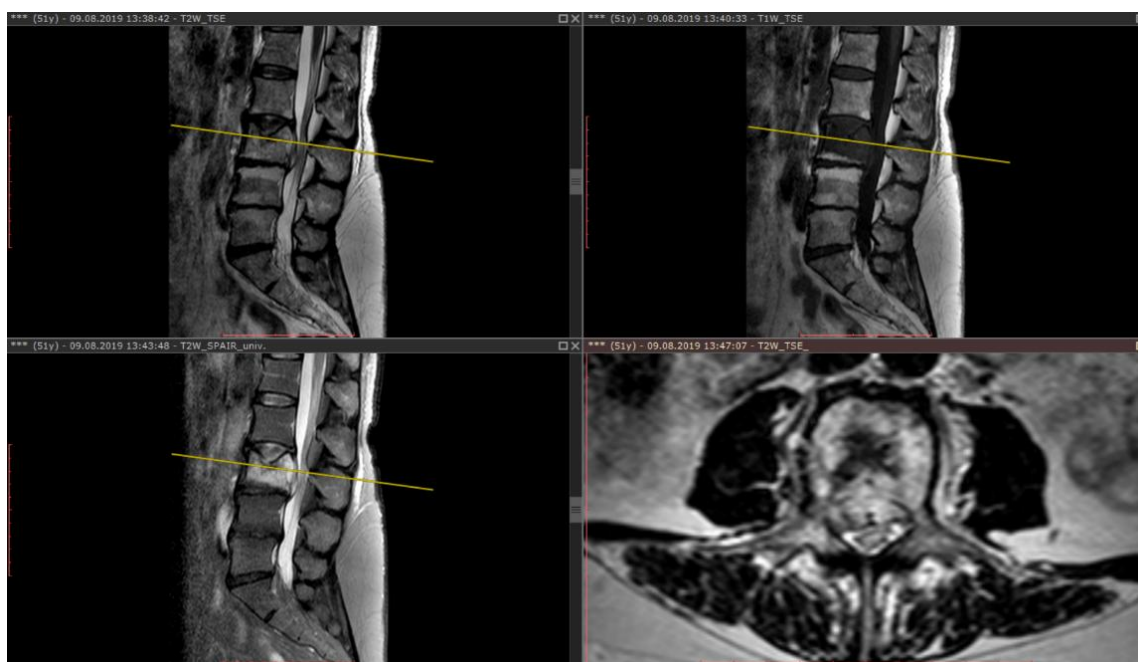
МРТ пациентки Л., 56 лет, с патологическим переломом L3 позвонка на фоне метастатического поражения (рак почки), SINS – 8 баллов. Опухоль имеет интраканальное эпидуральное распространение с передней компрессией дурального мешка
